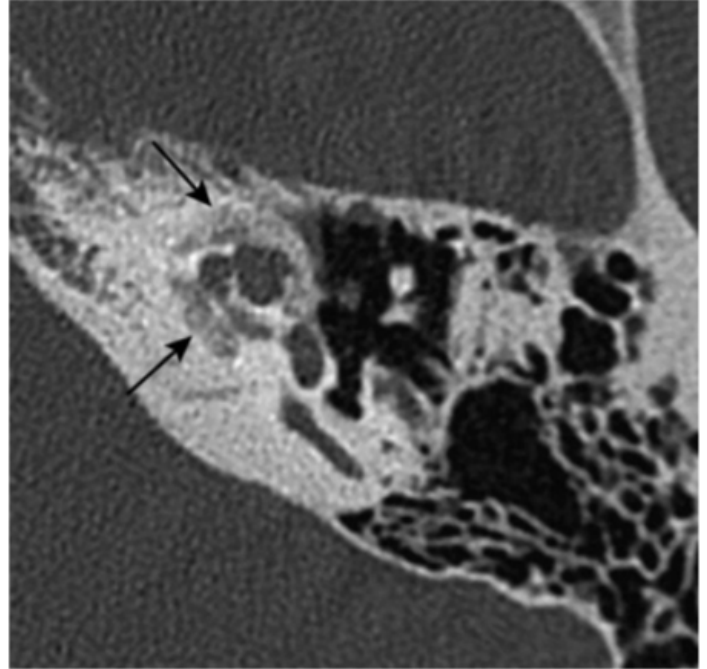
Otospongiose type 4a. Coupe TDM axiale : (flèches) [37]
